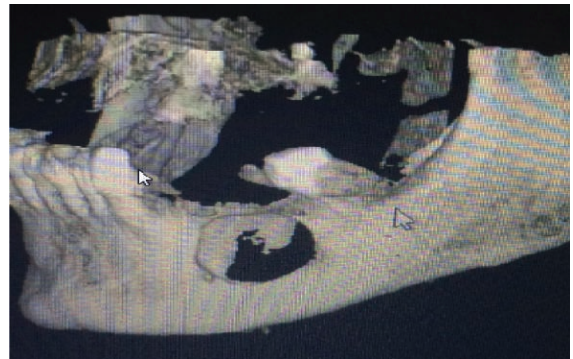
CBCT showing dimension of cyst with destruction buccal cortical plate in premolars region.
